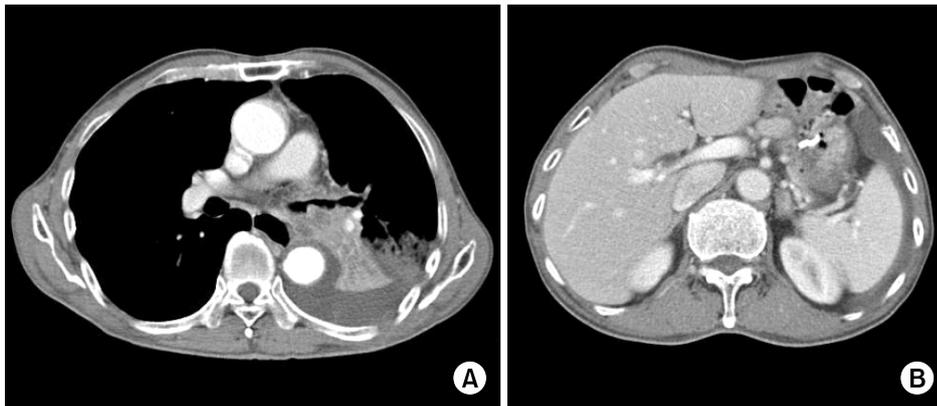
(A, B) Chest CT showed that the primary mass noted in the left hilum with complete occlusion of LLL bronchus and direct infiltration into the mediastinum, conglomerated lymph node enlargement in the left hilum, pleural effusion in the left hemithorax adjacent area of LLL mass and enlarged left adrenal gland.
